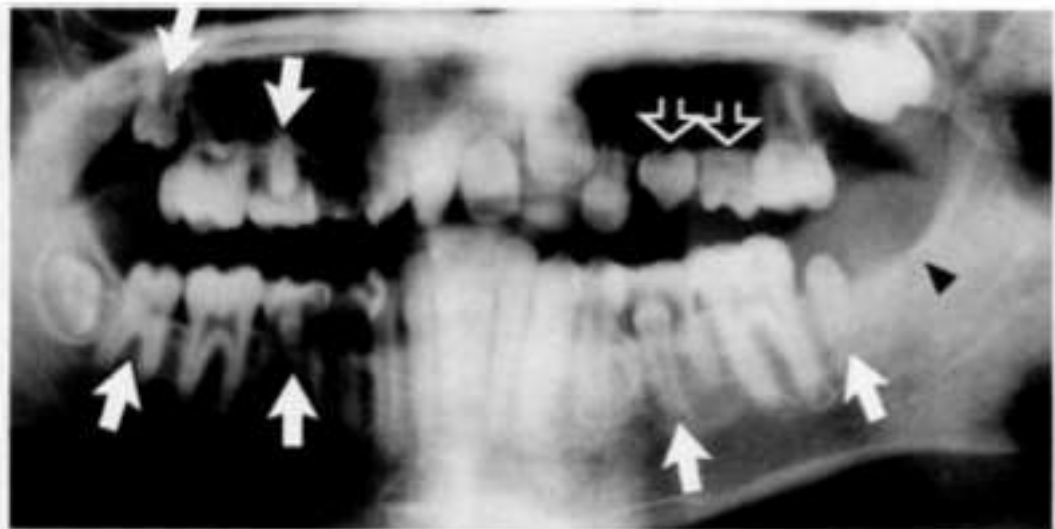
Radiographie panoramique d'un patient de 13 ans traité par chimiothérapie et radiothérapie à l'âge de 3 mois pour un rhabdomyosarcome de l'orbite gauche, présentant une microdontie des 17, 15, 37, 35, 47, 45 (flèches blanches), une agénésie de la 38 (tête de flèche noire), et des anomalies de racine des dents maxillaires gauches (flèches noires) (Kaste et coll., 1994).
